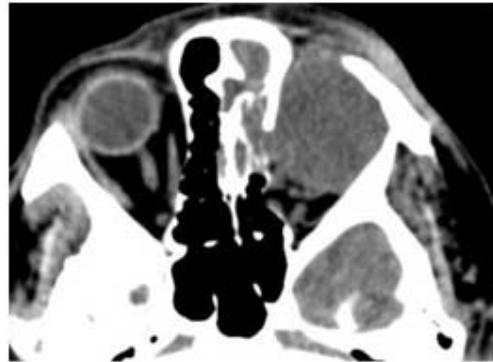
Tomografía computadorizada de órbitas y senos perinasales.
